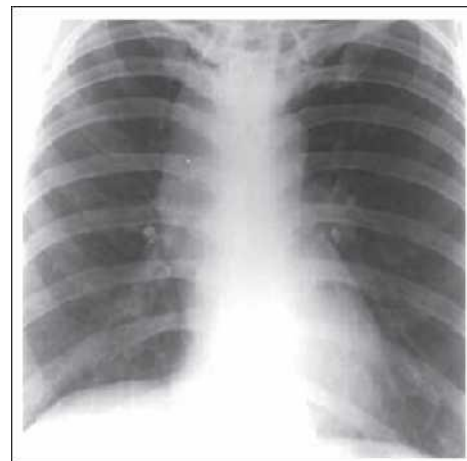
Radiografie toracică. Perforație de esofag - pneumomediastin.
